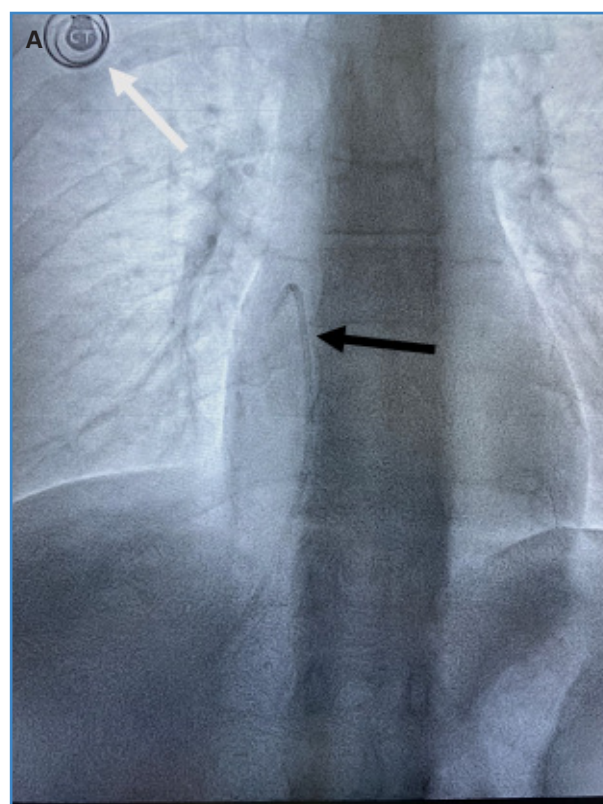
Radiografía de tórax. Proyección anteroposterior en la que se ve el reservorio del catéter implantable en la fosa deltopectoral derecha (flecha blanca) y el catéter de quimioterapia (flecha negra), con el extremo proximal alojado en el techo de la aurícula derecha y el extremo distal en la vena cava inferior.
